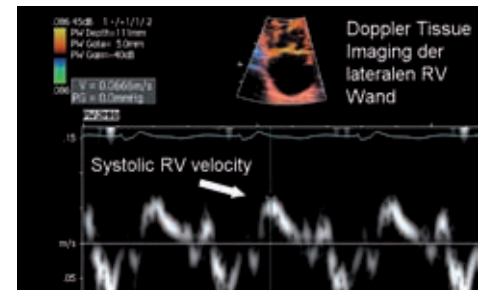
DTI (Doppler tissue imaging) velocity
